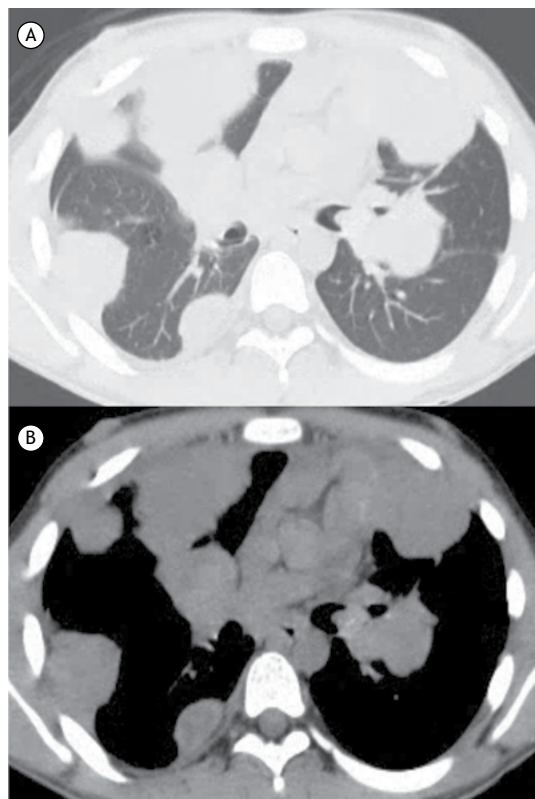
Menino de 15 anos com osteossarcoma primário do fêmur. Em A e B, imagens de TC mostrando múltiplas massas irregulares em ambos os pulmões, com invasão do brônquio principal esquerdo.
